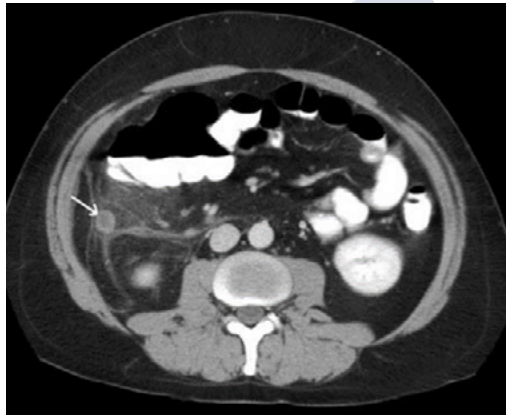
TC de apendicitis aguda simple que revela agrandamiento apendicular (flecha), reforzamiento de la pared y rarefacción de la grasa periaapendicular. Fuente: Rosendahl K., et al., *Eur Radiol*, 2004; Suppl4:L138-45. Reproducida bajo licencia de Springer Nature.
